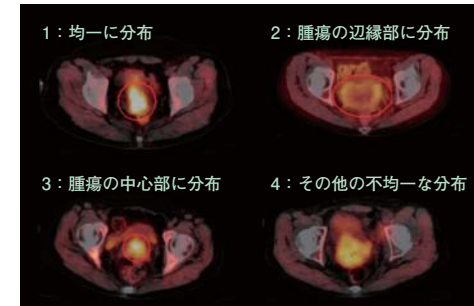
子宮頸がんPET/CTの⁶²Cu-ATSM分布パターン
